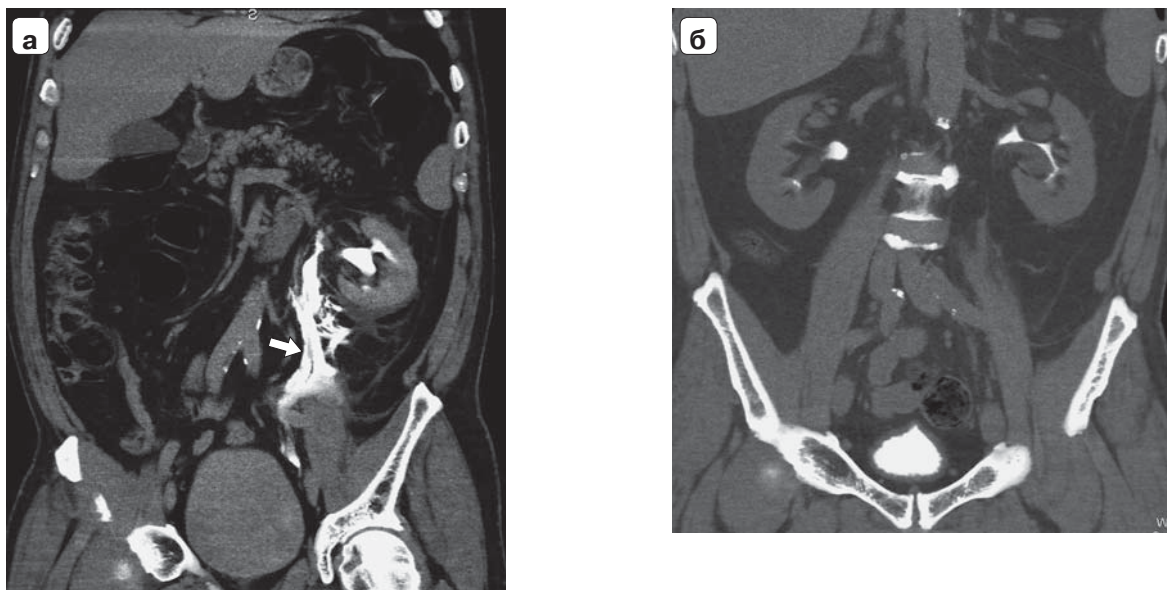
Компьютерная томография с контрастированием, экскреторная фаза. Мультипланарные реконструкции. а – затек контрастированной мочи в забрюшинном пространстве с распространением до полости таза (стрелка); б – нормализация КТ-картины через сутки после отхождения конкремента мочеточника.
